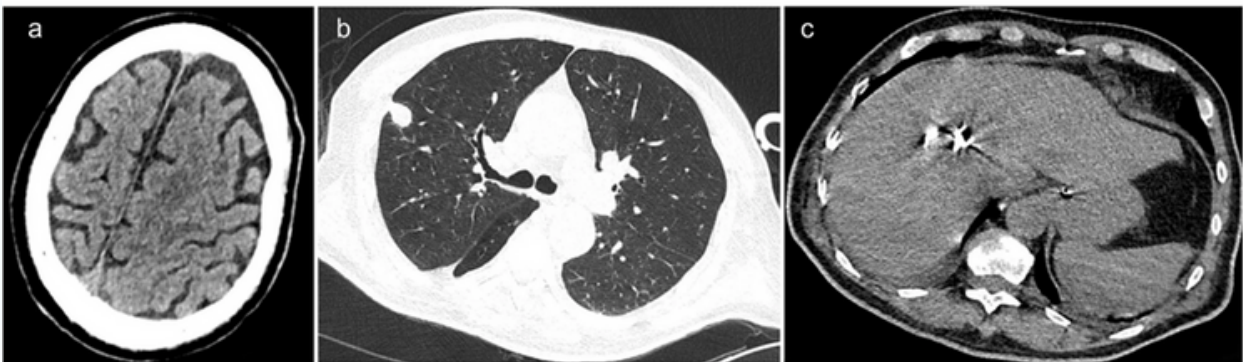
Vào ngày thứ 7, chụp CT đầu cho thấy các tổn thương giảm đậm độ xung quanh thùy trán hai bên, hạch nền và não thất bên, gợi ý nhồi máu não ổ khuyết (a). Chụp CT ngực cho thấy các nốt phổi hai bên với khoang trung tâm. Nốt lớn nhất nằm ở thùy trên phải và có kích thước khoảng 23 x 17 mm (b). Chụp CT bụng cho thấy một áp xe ở thùy gan phải, với mặt cắt ngang tối đa là 33,69 x 37,21 mm và dấu hiệu catheter (c).
